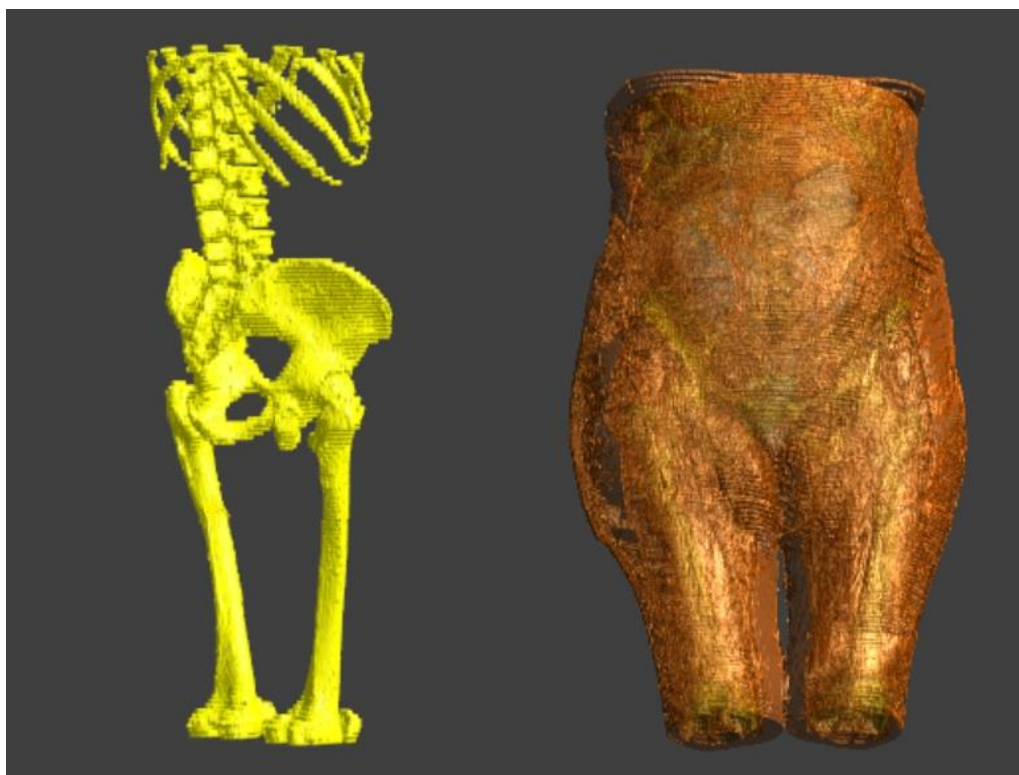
Původní CT snímek (vlevo), CT snímek po segmentaci: tkáně jsou barevně odlišeny (vpravo)
